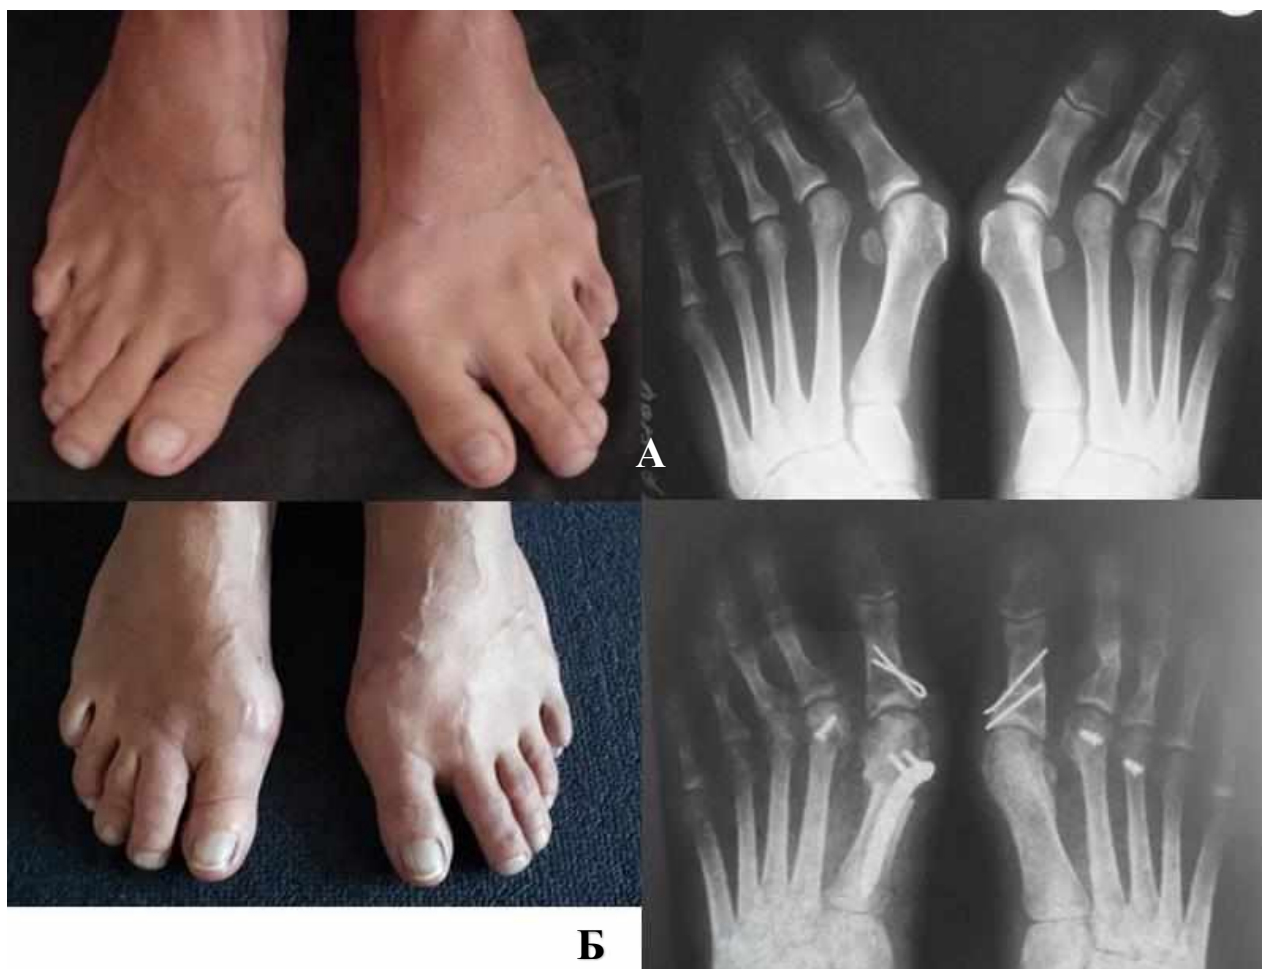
Результат застосування Weil-остеотомії 2 та 3 плеснових кісток правої стопи, 2 плеснової кістки лівої стопи. А, Б – вигляд стоп та навантажувальна рентгенограма стоп у прямій проекції до та через 1 рік після операції.
